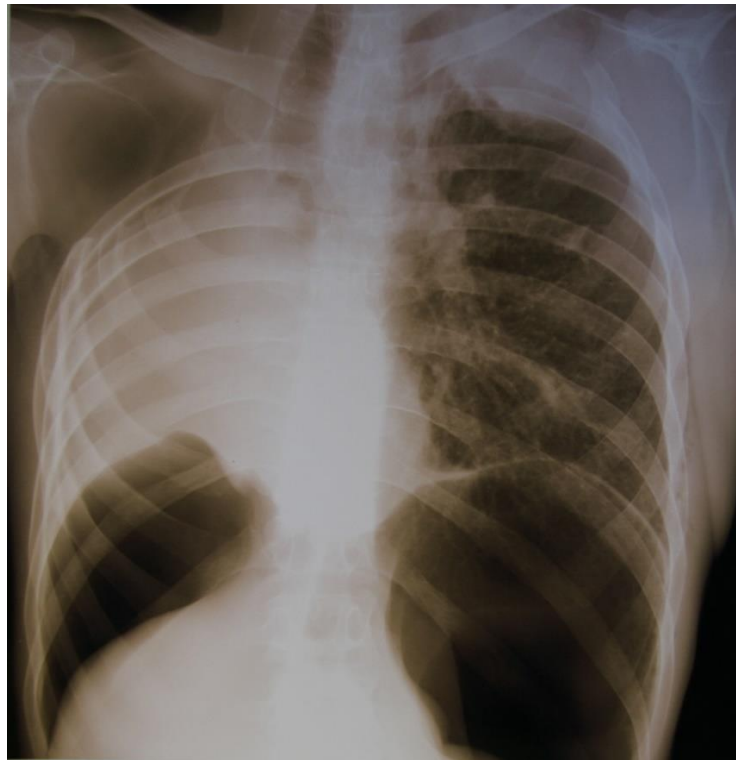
Обзорная рентгенография пациента Ф. при выписке из стационара. Под торакопластикой полость распада не определяется. В динамике частичное рассасывание и уплотнение очагов
